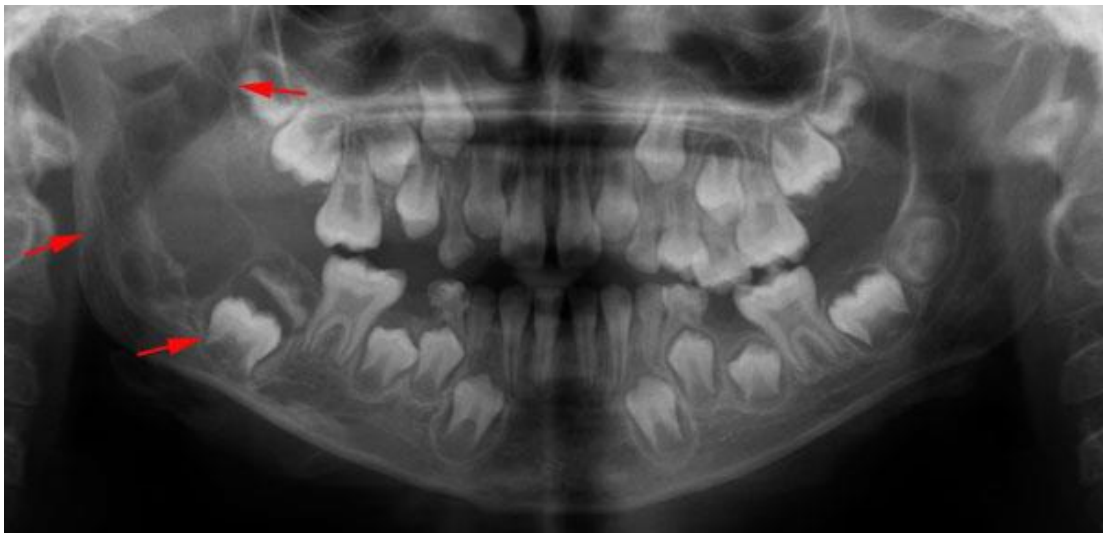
Paciente de sexo masculino de 8 años de edad, aproximadamente un año de evolución, asintomático, al examen clínico se evidencia una tumoración de consistencia dura, con borramiento de fondo de surco y la mucosa que la recubre de características normales. En la radiografía panorámica se observa una imagen radiolúcida de límites definidos parcialmente corticalizados, multilocular, localizada en el lado derecho del maxilar inferior que se extiende hacia la apófisis coronoides con el compromiso de la misma, que condiciona el desplazamiento de los gérmenes dentarios de las piezas 4.8 y 4.7²⁰.
